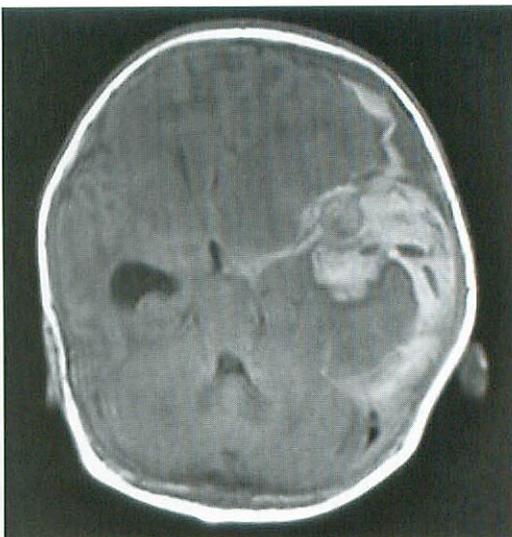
On T1-weighted image of MRI, the subarachnoid hemorrhage shows high signal intensity.
